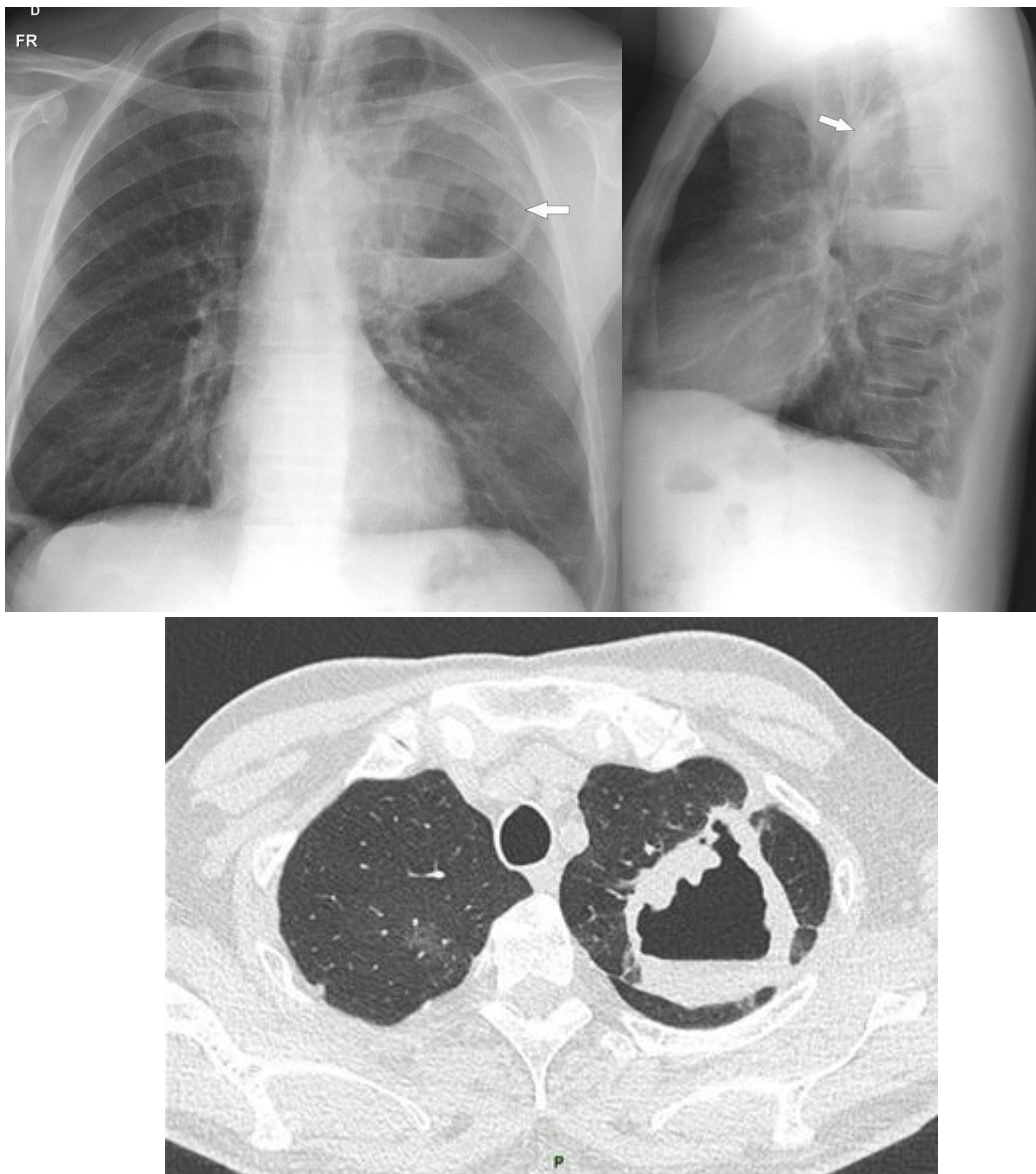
Radiografia de tórax em PA (A) e perfil (B). Volumosa lesão escavada no segmento superior do lobo inferior esquerdo, de paredes espessadas e irregulares, contendo secreção formando nível hidroaéreo (seta). (C) tomografia de outro paciente mostrando lesão escavada de espessas e irregulares, com nível hidroaéreo, no ápice do pulmão esquerdo. AP: Carcinoma pleomórfico sarcomatóide.
